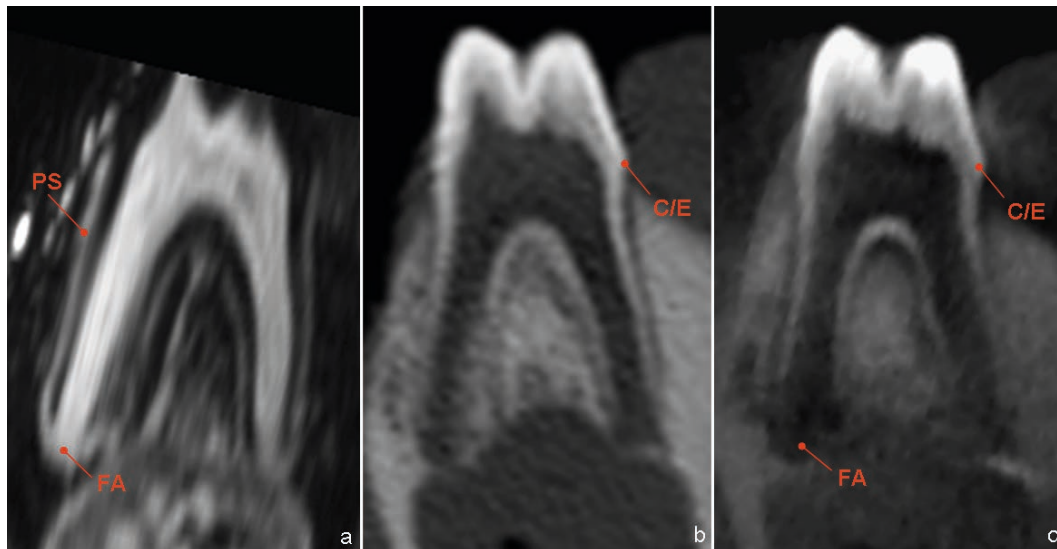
Ricostruzioni coronali d'immagini RM T2 pesate (a), MDCT (b) e CBCT (c). PS: spazio parodontale, FA: forame apicale, C/E: giunzione cemento-smalto (Gaudino C et al. Eur Radiol (2011) 21;2575-2583)
